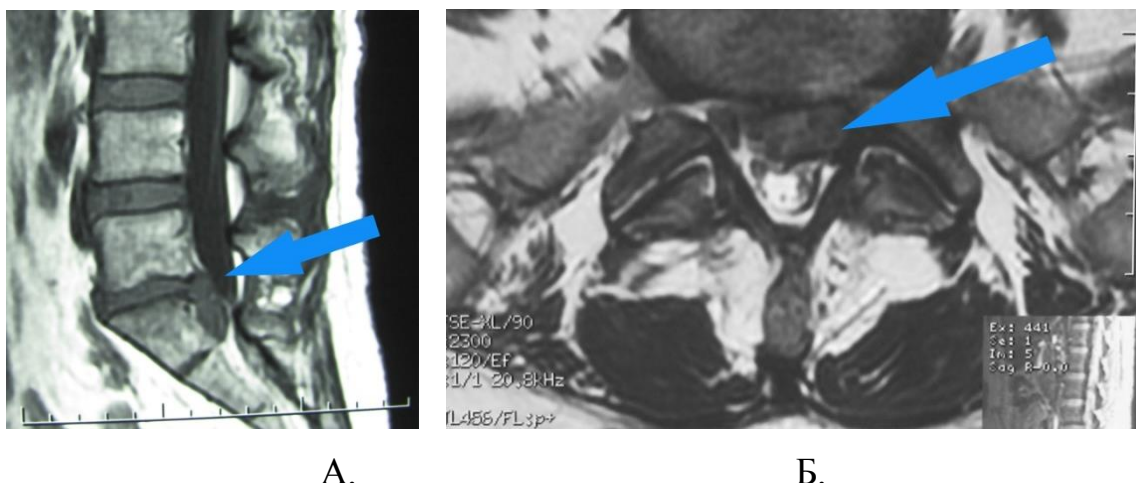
МРТ больной Р., (И/Б №11193/1708 , 03.12.09 г.)
